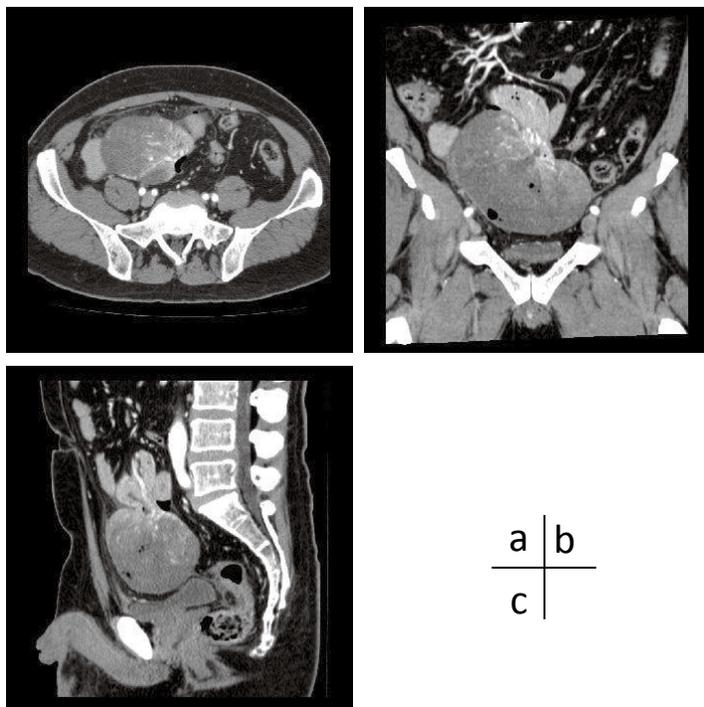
Computed tomography scan revealed a perforated tumor connected to the intestine. 小腸に連続した長径12 cm 強の充実性腫瘍の内部及びその周囲に遊離ガスの存在を示す. (a) axial section, (b) coronal section, (c) sagittal section.
